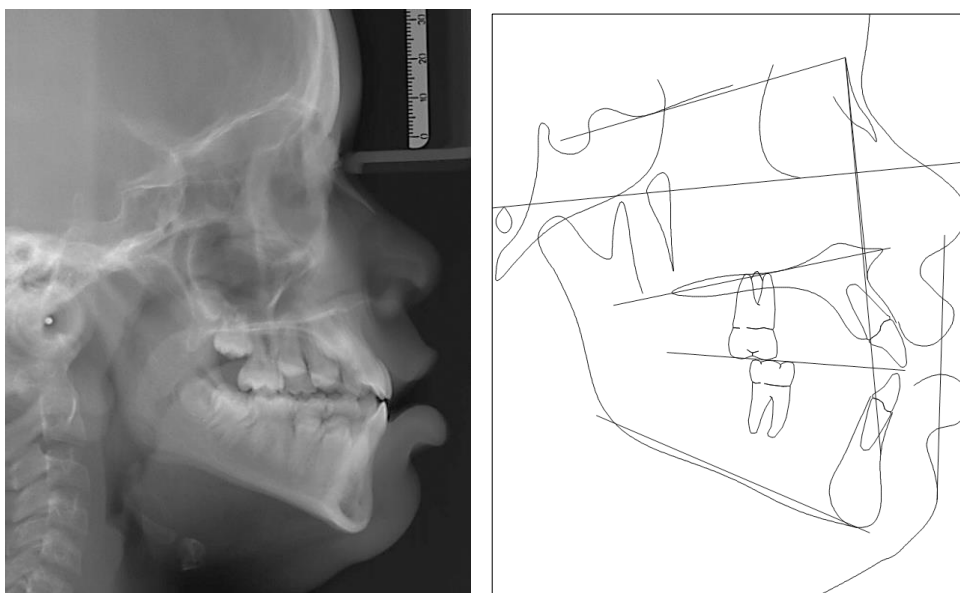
Teleradiografia de perfil e traçado cefalométrico iniciais.
